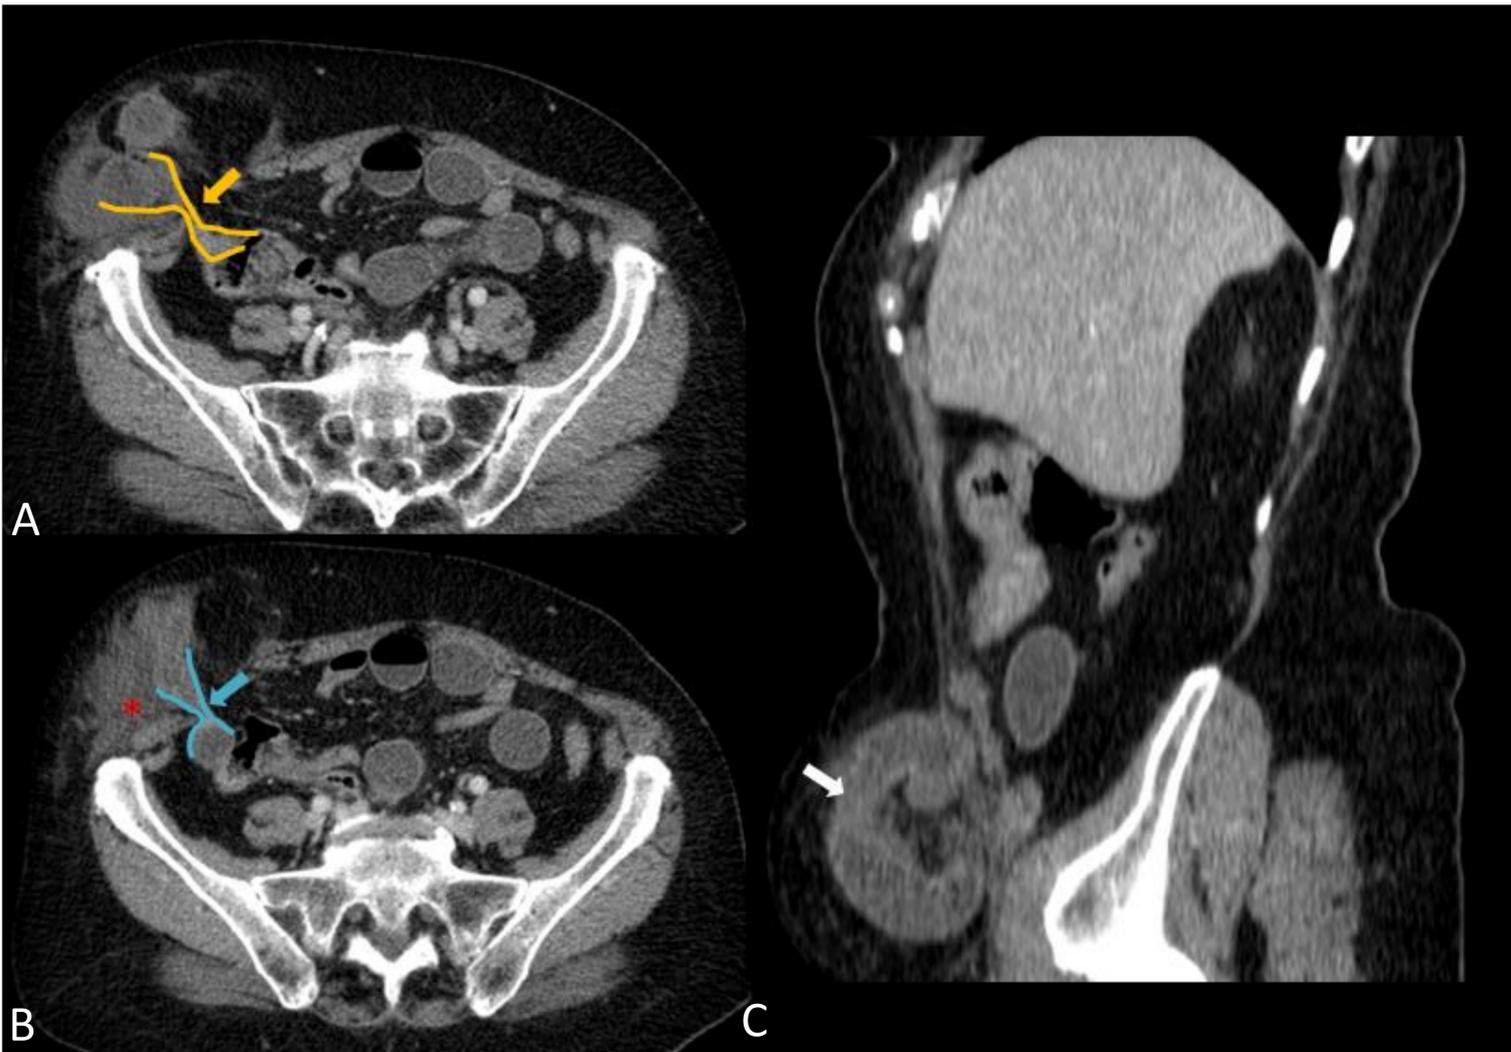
A,B) TAC abdominopélvica con contraste iv, C) Reconstrucción sagital. Hernia de Spiegel derecha. Asa aferente correspondiente con asa de ileon que cambia de calibre en el orificio herniario (flecha amarilla). Segundo cambio de calibre próximo al anterior (flecha azul), con dilatación del asa eferente. Asa dilatada con morfología en C (flecha blanca). Líquido libre en el saco herniario (asterisco rojo).
